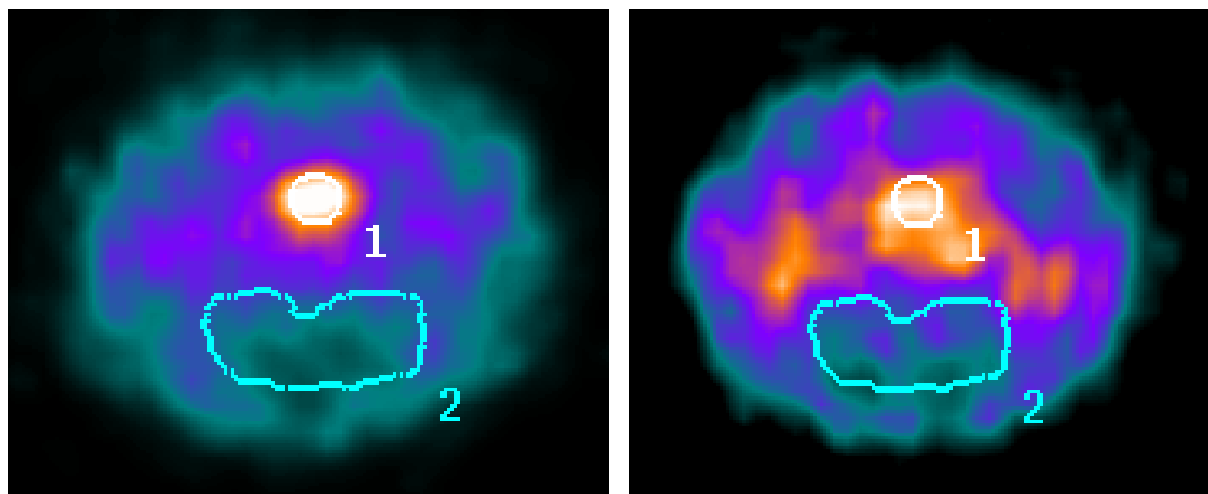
(links): Transversale SPECT-Aufnahme nach Applikation von $[^{123}\text{I}]\text{-ADAM}$ bei einer unbehandelten Ratte (spezifische Bindung = 4,06). Mesencephalon (1), Cerebellum (2)
